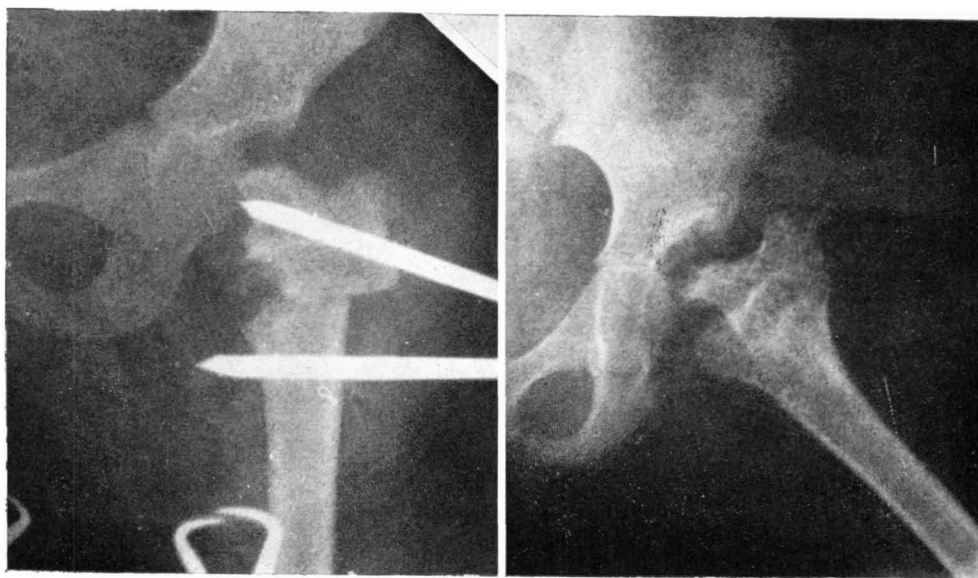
Radiografías correspondientes al caso núm. 3: *a*) Radiografía postoperatoria tras la osteotomía de MARCHETTI. *b*) Resultado a los dos años de la intervención.
